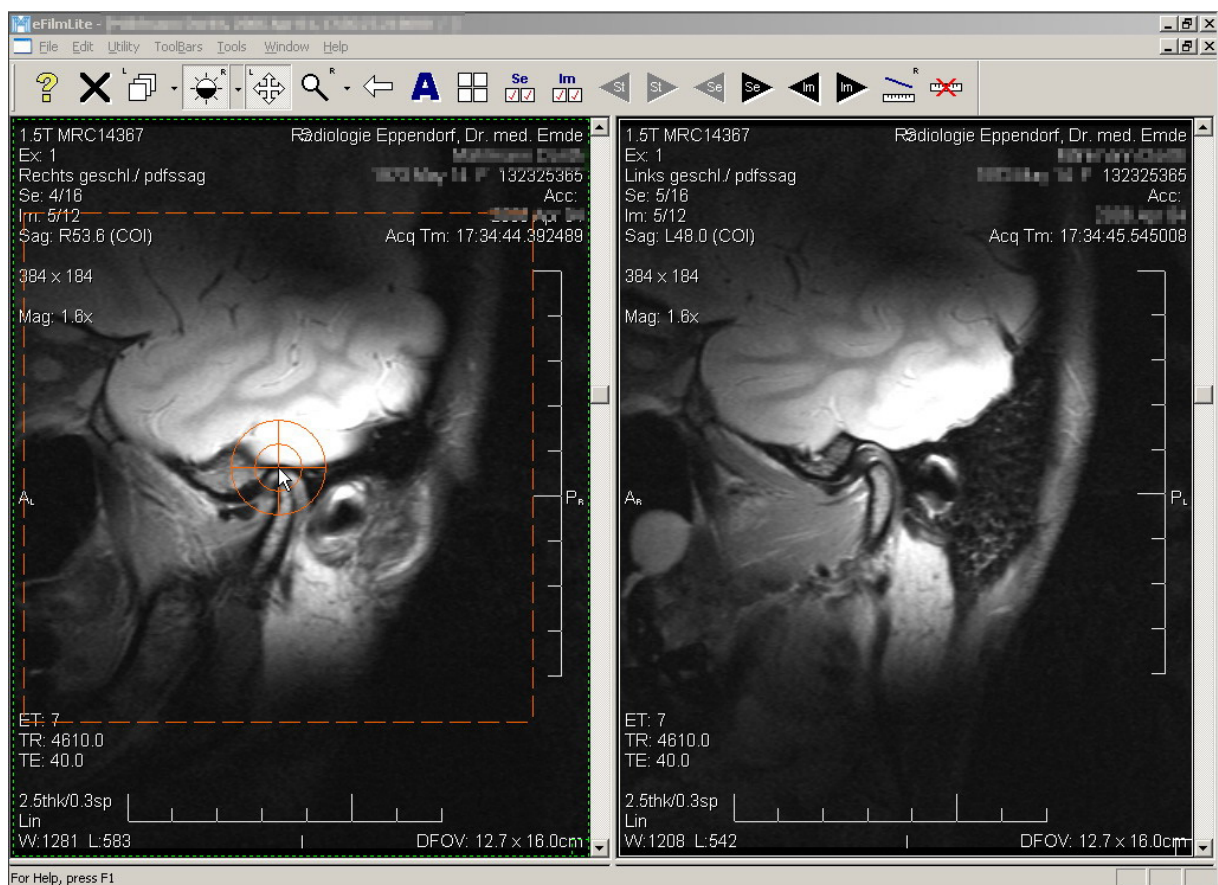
Navigieren mit der von CMDtomo[®] kreierte Zielmarkierung in Form eines orangenen Fadenkreuzes inmitten einer quadratischen Konturlinie, welche gemeinsam über der zuvor im DICOM-Viewer (hier eFilm lite) ausgewählten MRT-Aufnahme schwebend verschieblich erscheinen
